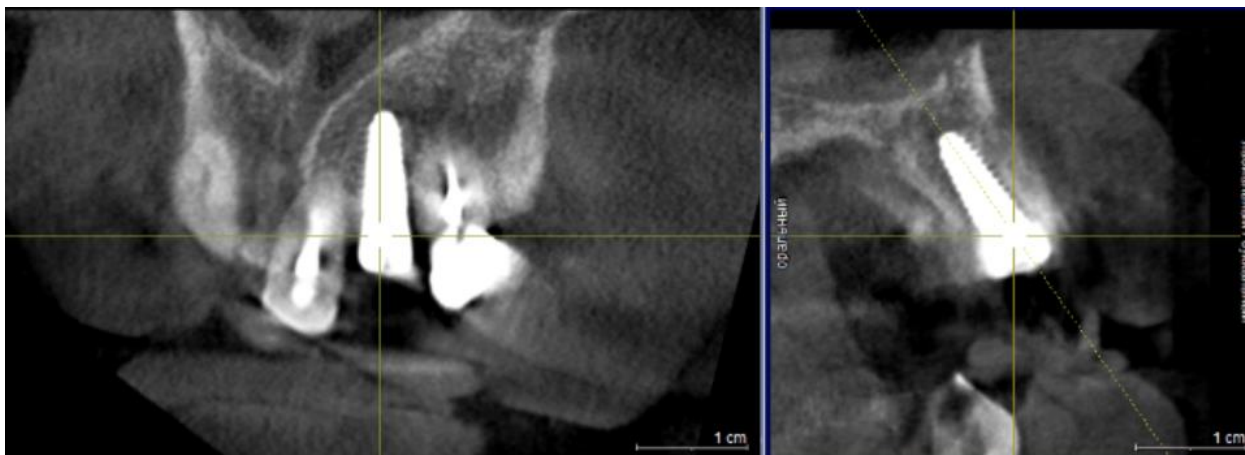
3D-КТ снимок челюсти пациентки Н, после проведения имплантации, июнь 2023 года
